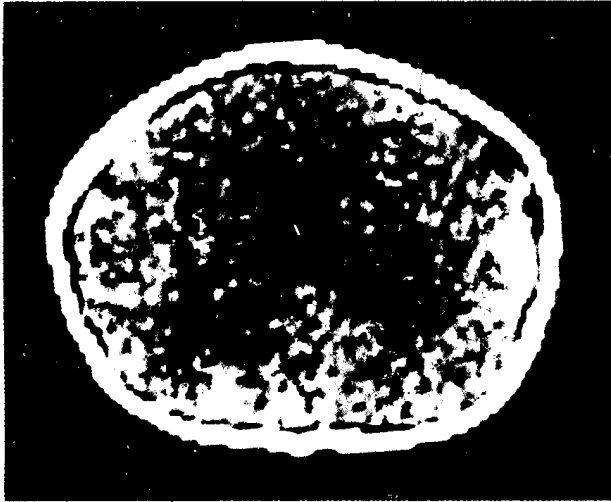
短头(冠状缝的骨性联结)的 CT 扫描,显示冠状缝变平和轻度脑室扩张
